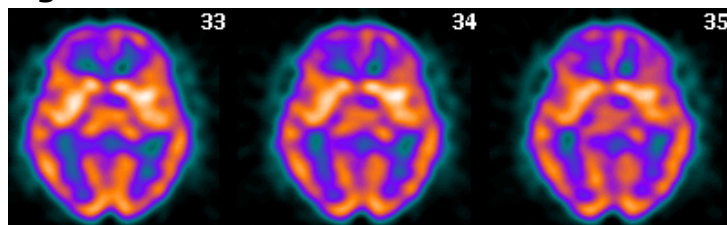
Exploración SPECT-PCR presentando hipercaptación de ambos estriados y de corteza promotora.
